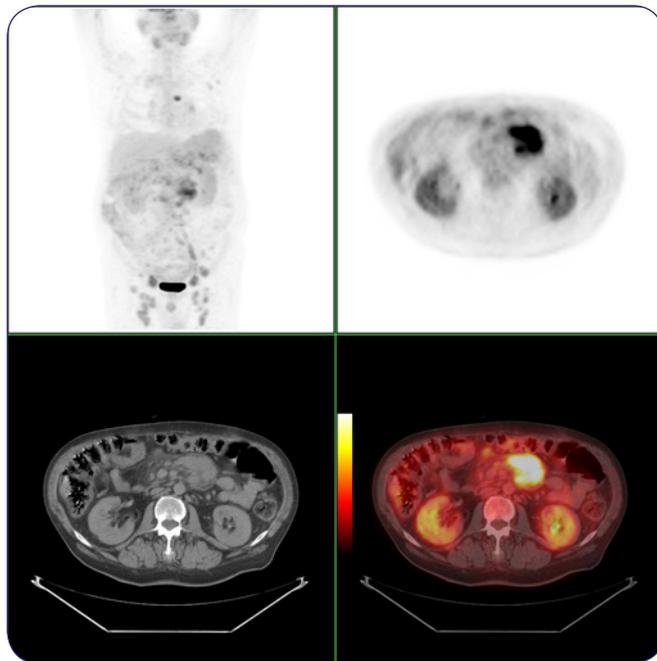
PET-TAC cuerpo entero fluorodesoxiglucosa-F18.
